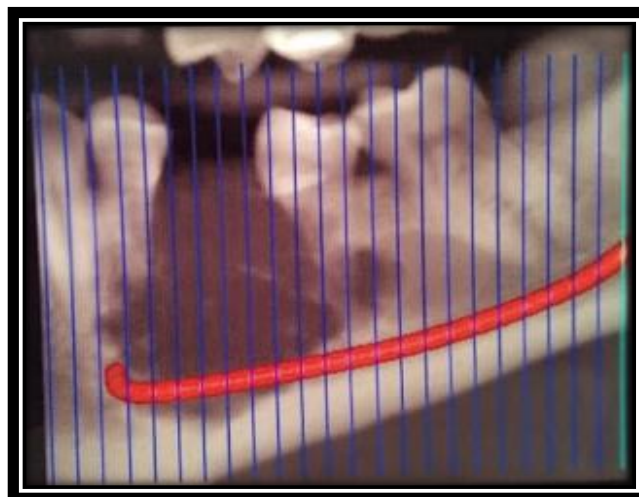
Tomografia, vista coronal, demonstrando envolvimento tumoral do nervo mandibular.
